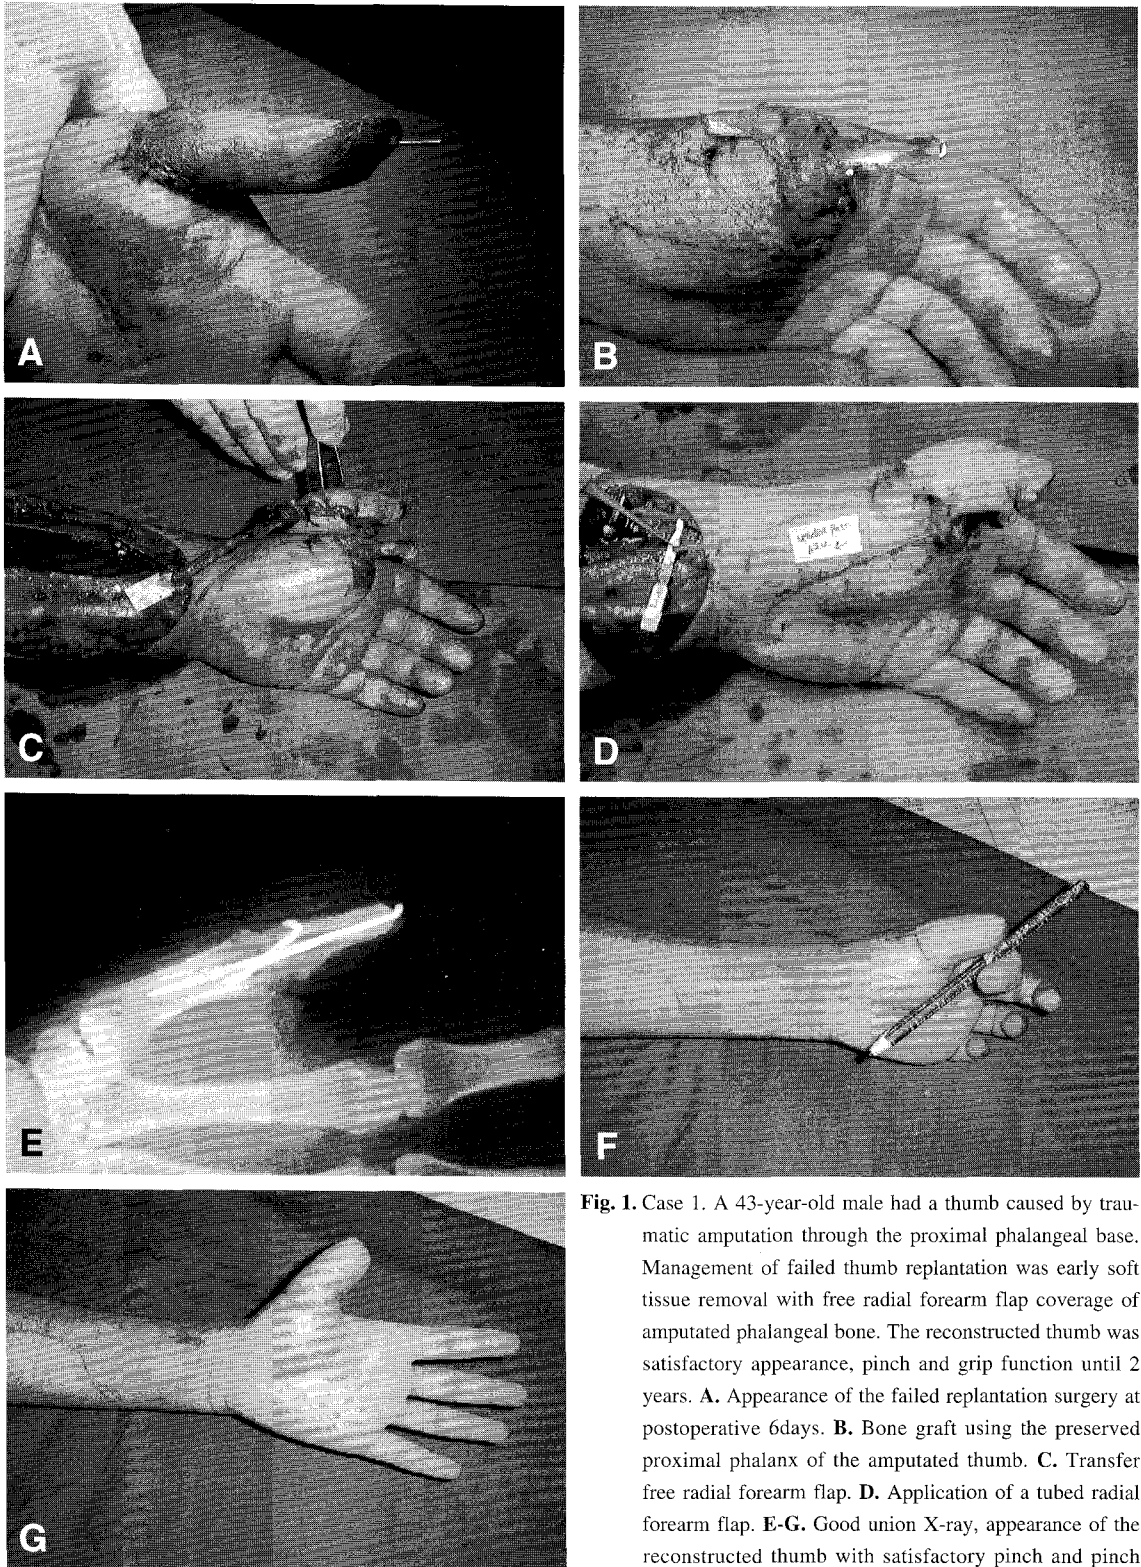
Case 1. A 43-year-old male had a thumb caused by traumatic amputation through the proximal phalangeal base. Management of failed thumb replantation was early soft tissue removal with free radial forearm flap coverage of amputated phalangeal bone. The reconstructed thumb was satisfactory appearance, pinch and grip function until 2 years. A. Appearance of the failed replantation surgery at postoperative 6days. B. Bone graft using the preserved proximal phalanx of the amputated thumb. C. Transfer free radial forearm flap. D. Application of a tubed radial forearm flap. E-G. Good union X-ray, appearance of the reconstructed thumb with satisfactory pinch and pinch function until 2 years.
